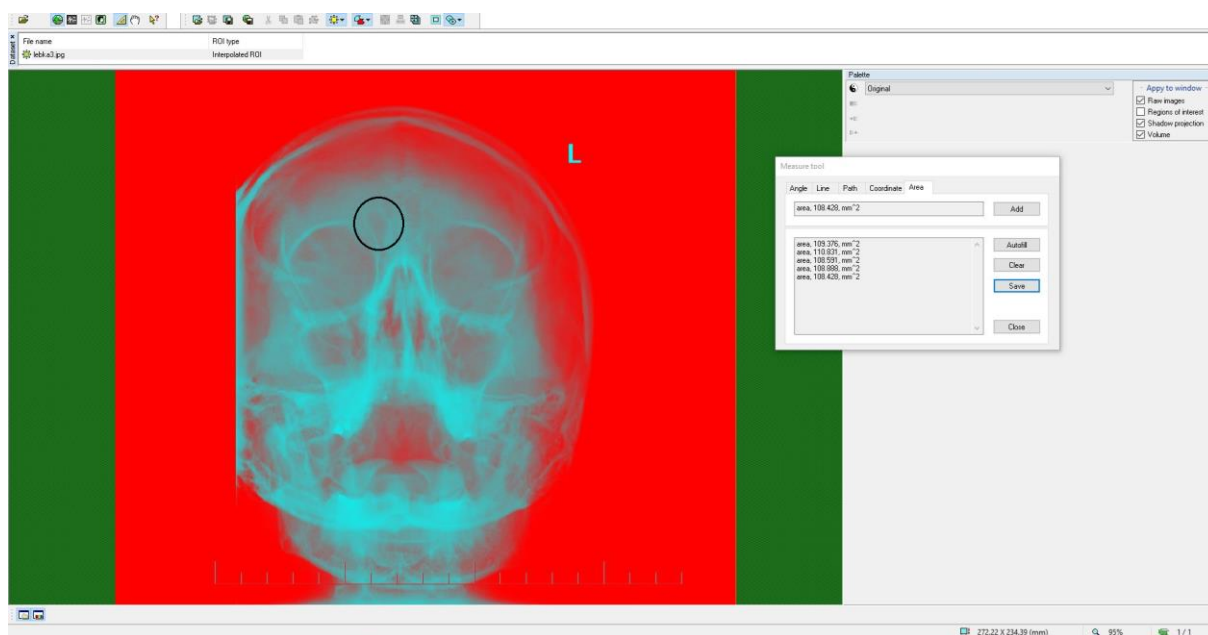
Další RTG snímek v souvislosti času
